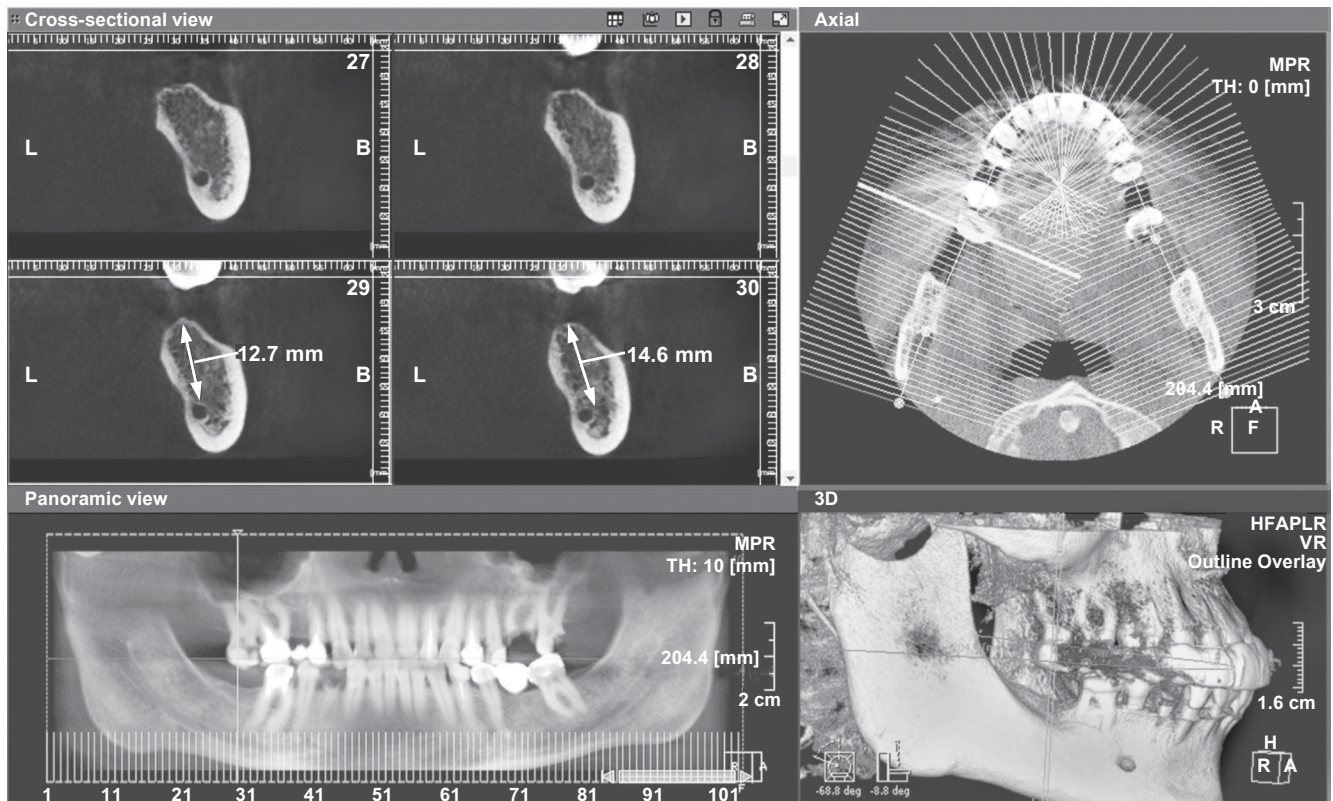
Планування оперативного втручання за даними конусно-променевої комп'ютерної томографії
